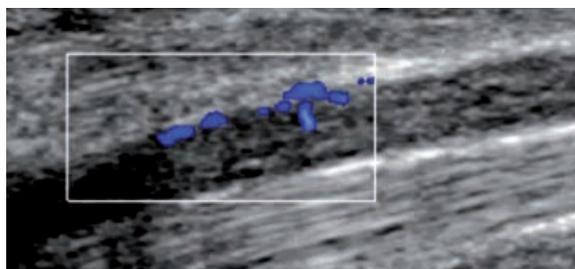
Syndrome du canal carpien. Modifications du nerf médian. Coupe échographique longitudinale en Doppler couleur montrant les signaux vasculaires dans le NM épaissi, reflétant les modifications inflammatoires de la névrite.
